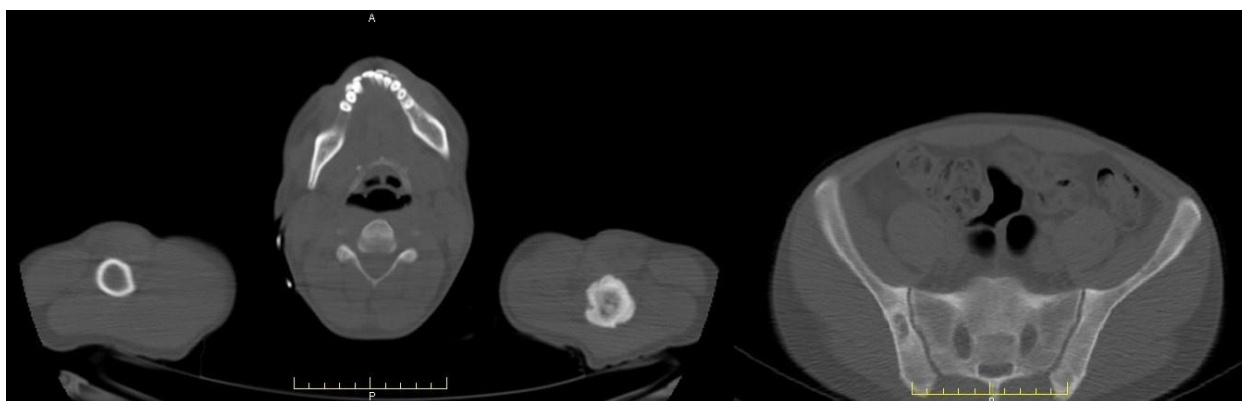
Специфическое (связанное с заболеванием) поражение костей скелета у пациента с ХМЛ (результаты ПЭТ исследования)
